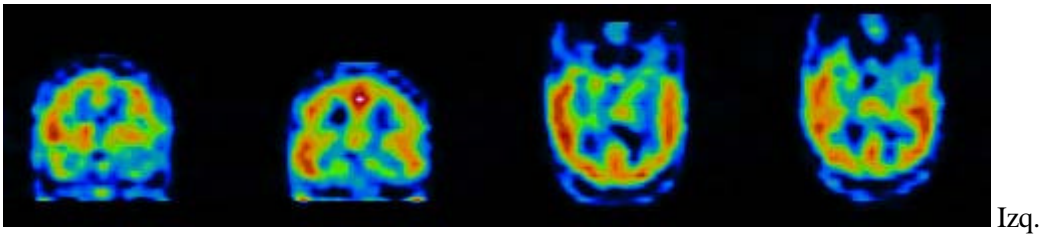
Cortes coronales y temporales del SPECT cerebral interictal de un paciente con crisis parciales complejas del lóbulo temporal izquierdo. El SPECT muestra una disminución de la perfusión en el temporal anterior izquierdo.
